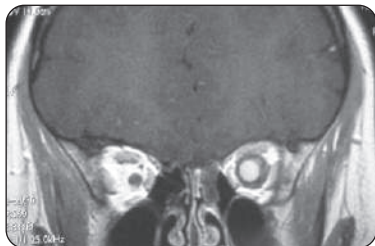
IRM en coupe coronale en T2 montrant un signal hyperintense gauche
